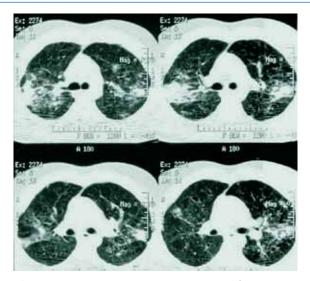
Компьютерная томограмма больного Ш. 26 лет Картина двустороннего поражения в сегментах верхних и нижних долей легких по типу интерстициального фиброза с очагами гранулематозной трансформации.
